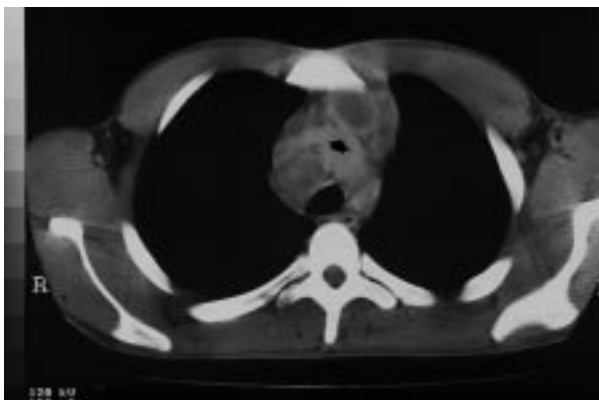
Tuberculosis primaria ganglionar. TAC torácica. Un corte axial con contraste a la altura de los vasos braquiocefálicos revela la existencia de múltiples adenopatías hipodensas con anillo de realce periférico.
